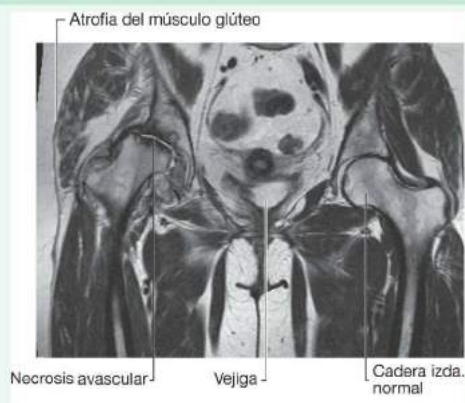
Imagen de RM de las articulaciones de la cadera que muestra pérdida de altura de la cabeza femoral derecha, con esclerosis ósea y formación de quiste subcondral secundario a necrosis avascular. Se aprecia también una significativa atrofia de los músculos que dan soporte a la cadera, debido al desuso y al dolor.
